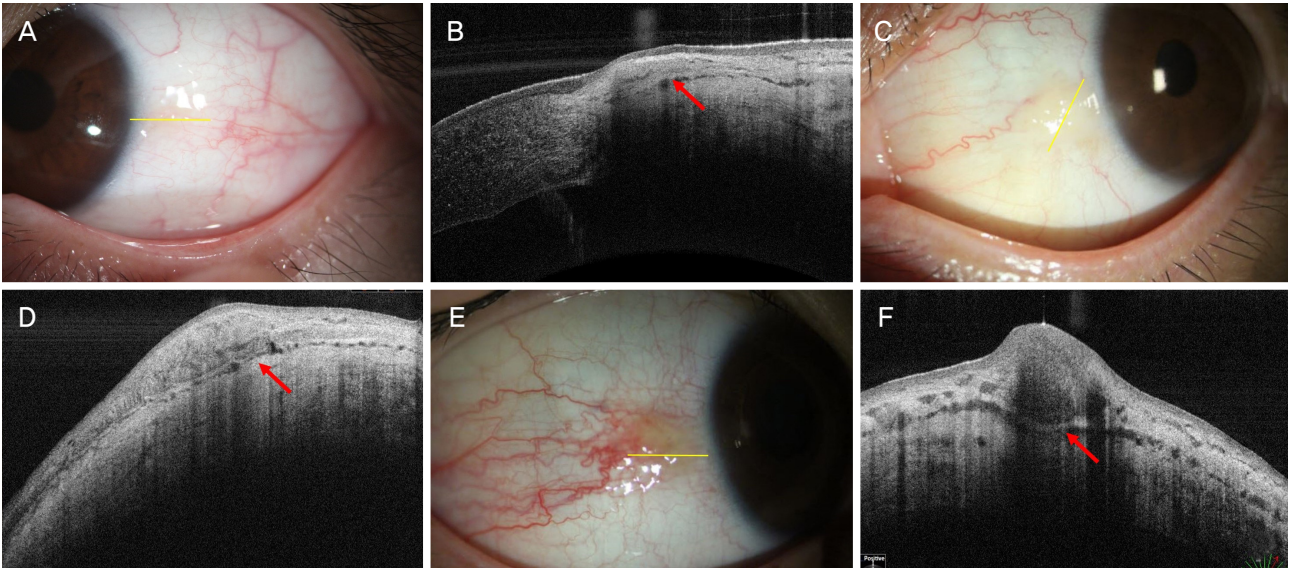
Anterior segment photography of pinguecula and optical coherence tomography of pinguecula section (yellow line) according to progression. Anterior segment photography and anterior segment optical coherence tomography shows mild (A, B) and moderate (C, D) pinguecula with distinct scleral line (red arrow) without scleral invasion. In severe pinguecula, anterior segment photographs show marked vascularization and elevation (E), anterior segment optical coherence tomography shows thicker and more scleral invasion with distinct scleral line (red arrow) (F).
